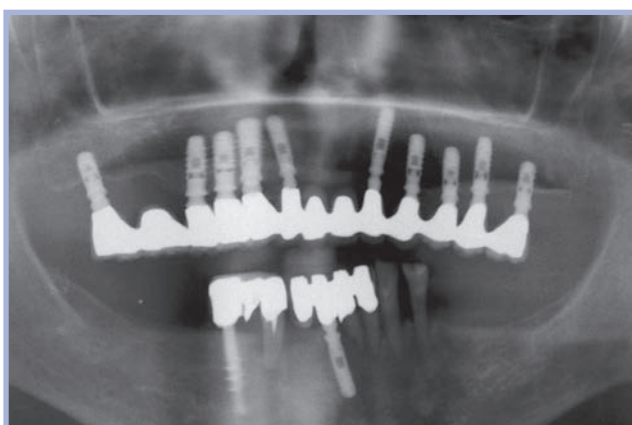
Controllo radiografico a 7 anni
